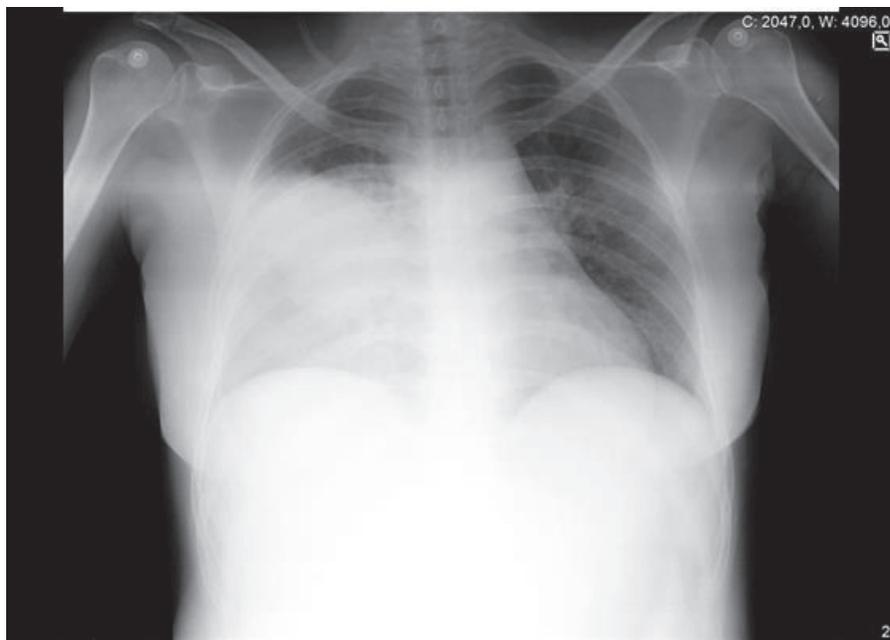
Radiografia do tórax PA: Hipotransparência ocupando 2/3 do campo pulmonar direito.
